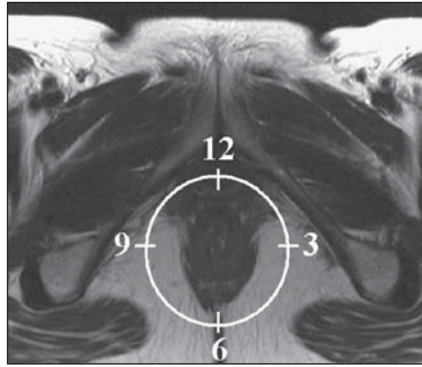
Alusão a um relógio projetado sobre a região anal em imagem de RM no plano axial.
